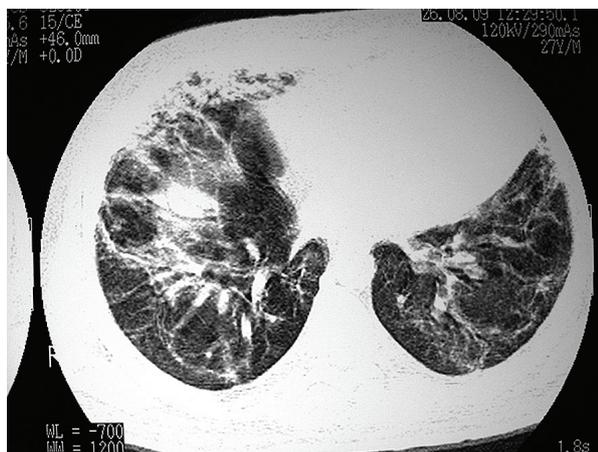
Tomografia computadorizada realizada dois meses após a admissão no hospital.
